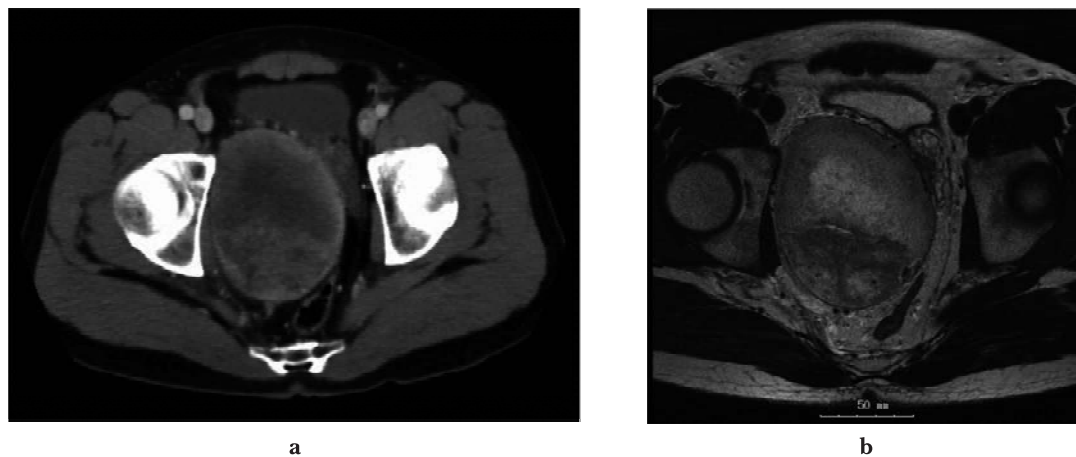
Enhanced computed tomography showed a 10×8 cm heterogeneous mass in the posterior aspect of the bladder (a). The tumor exhibited homogeneous low intensity at T1-weighted MR images, and peripheral low intensity with central portion of increased signal intensity at T2-weighted MR images (b). There were several signal voids in the tumor, suggesting the hypervascularity of the mass. The mass was distinct from the bladder, seminal vesicles and rectum. However, the seminal vesicles and prostate gland were markedly displaced to the left side and the border between the prostate were partially indistinct.
